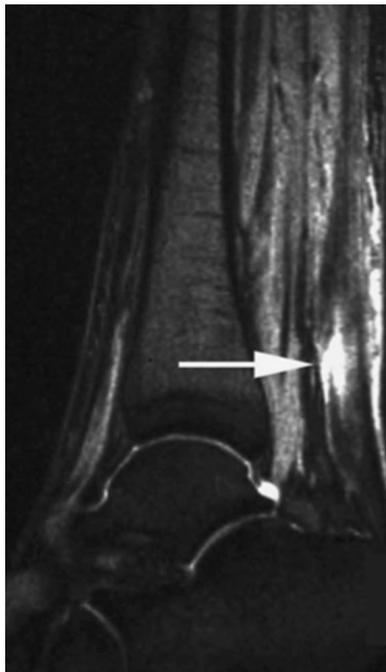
Sagittale STIR MRI: iperintensità di segnale all'interno del tendine di Achille secondaria ad una rottura parziale.
